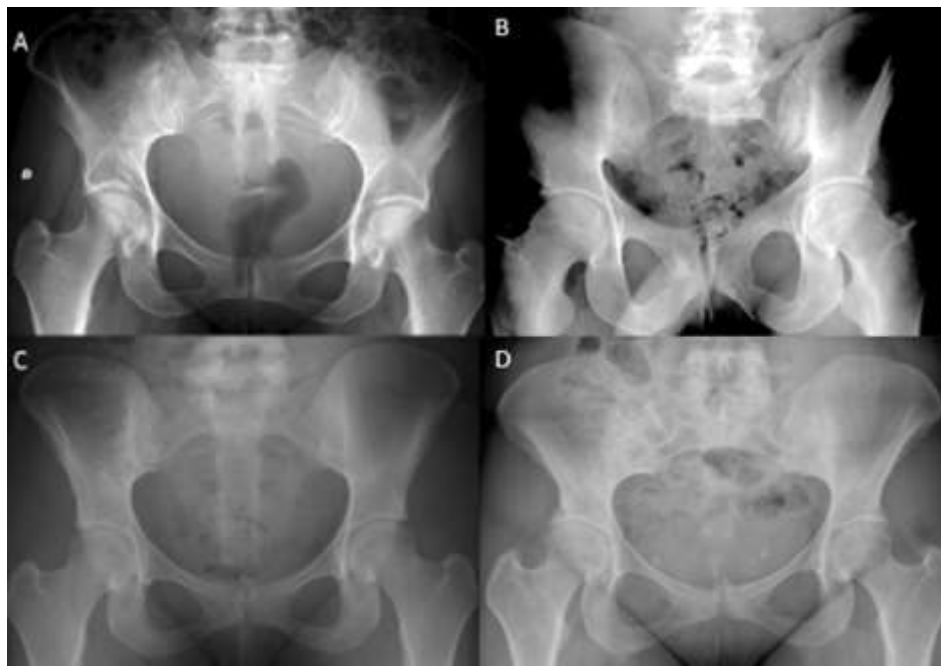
Stades radiographiques de sacro-iliite
